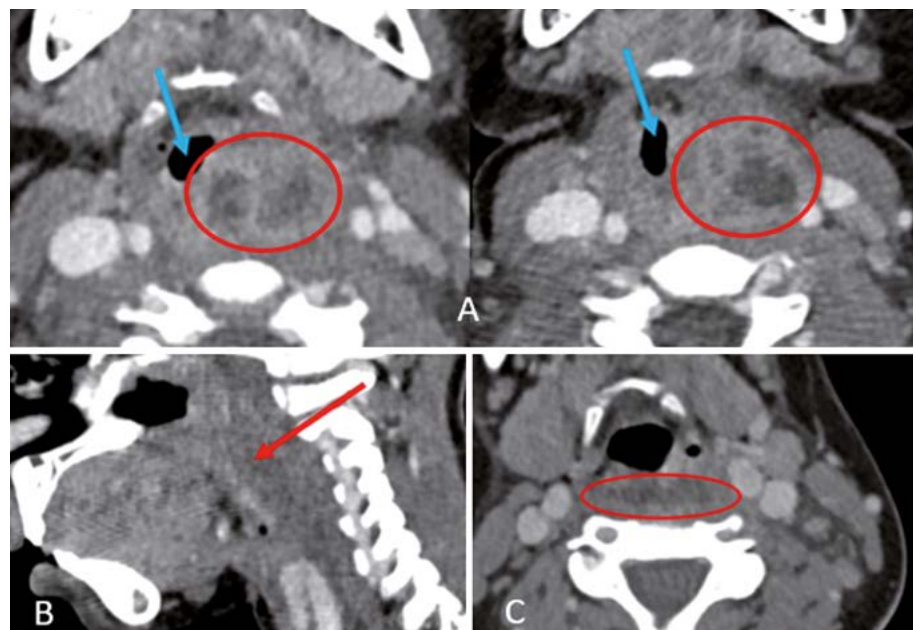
TAC de tres pacientes. A) Colección bilobulada en el espacio parafaríngeo izquierdo y retrofaríngeo, compatible con absceso. Ejerce efecto masa sobre la luz traqueal. B) Colección en el espacio retrofaríngeo, que se extiende craneo-caudalmente, compatible con absceso. Compromete ambos espacios carotídeos. C) Colección hipodensa retrofaríngea media-izquierda compatible con absceso.
